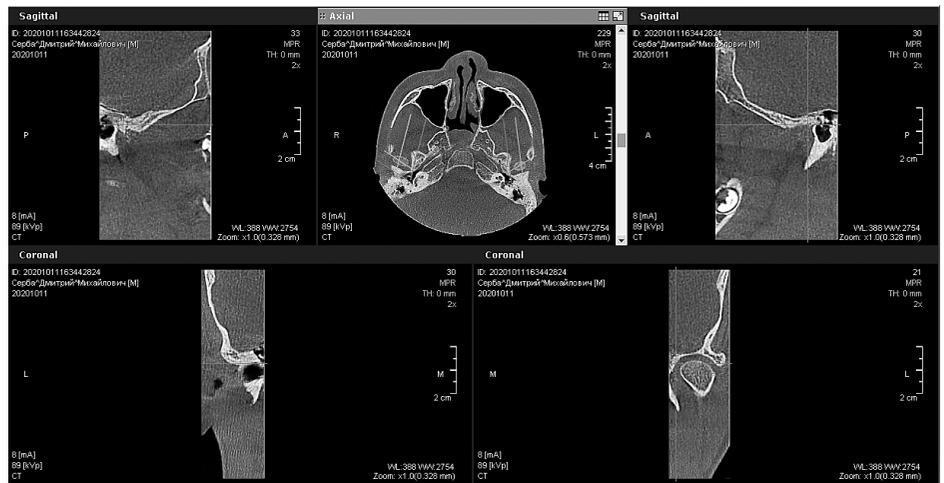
Конусно-лучевая компьютерная томограмма.
